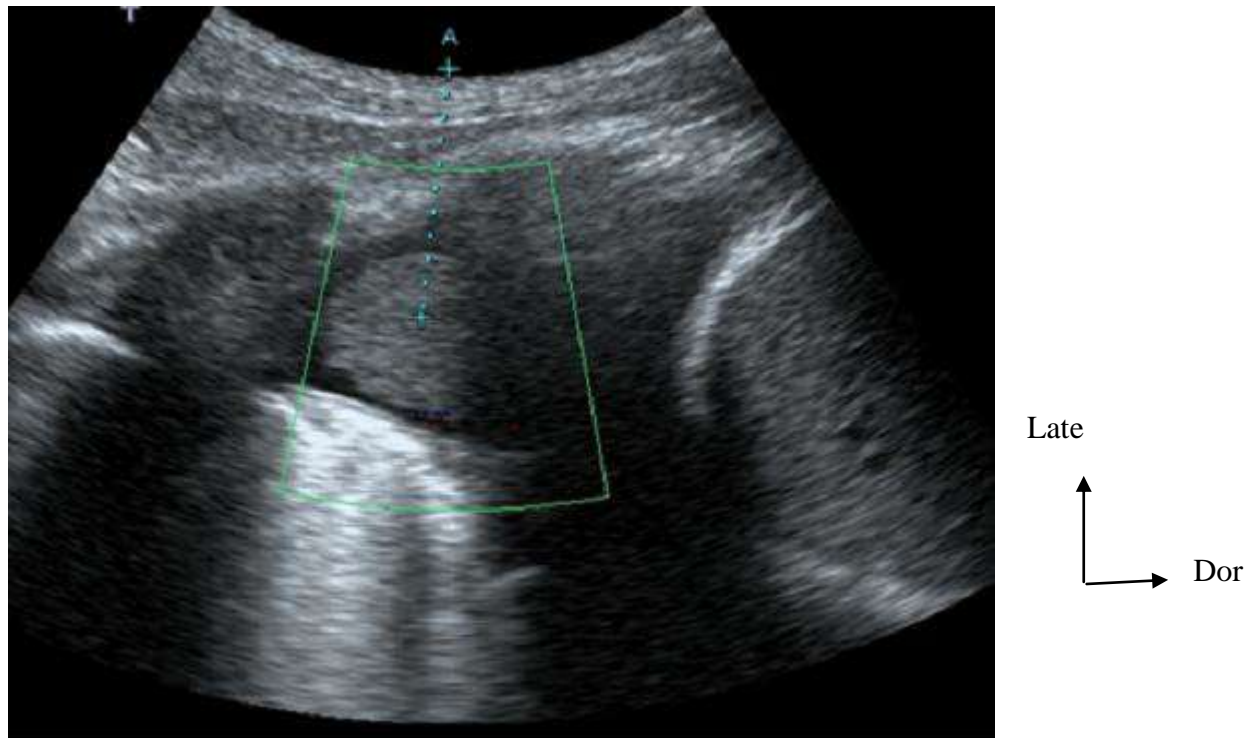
Coupe sagittale échographique passant par le cul de sac pleural droit et le dôme hépatique montrant un nodule pleural au sein d'une pleurésie. [20]
